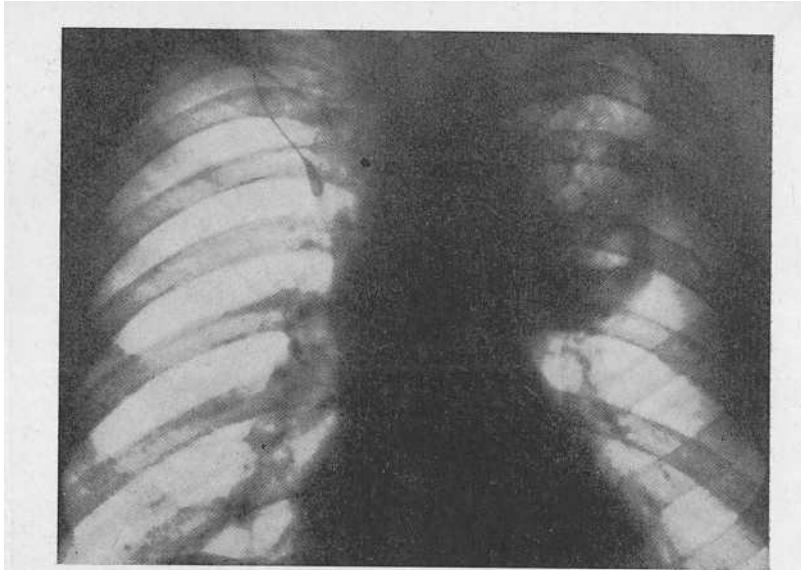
Рентгенограмма больного С. Доля непарной вены (I тип). В левом легком распадающийся периферический рак.
